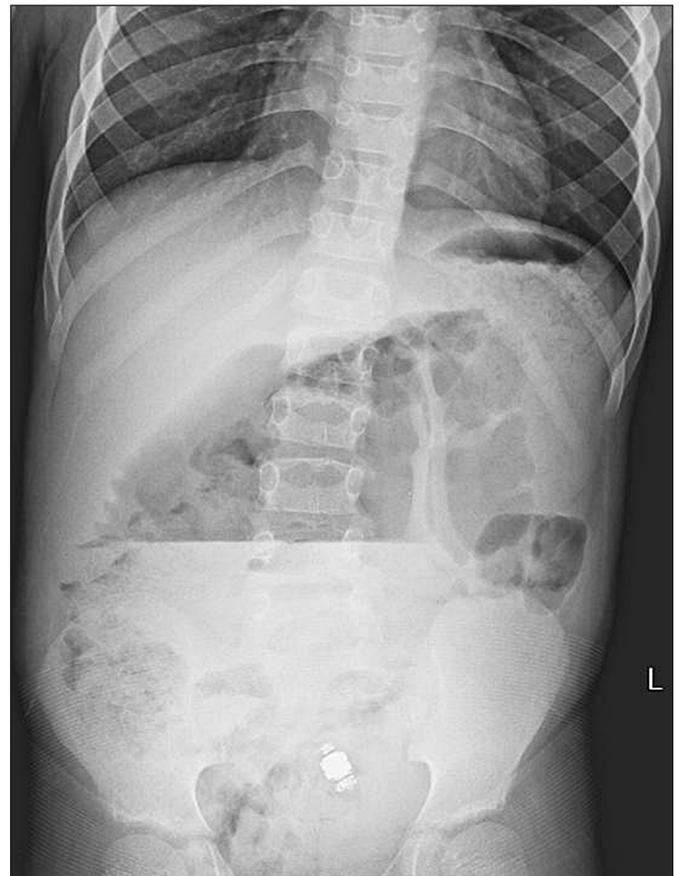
Обзорная рентгенография брюшной полости, видеокапсула локализуется в проекции прямой кишки.
